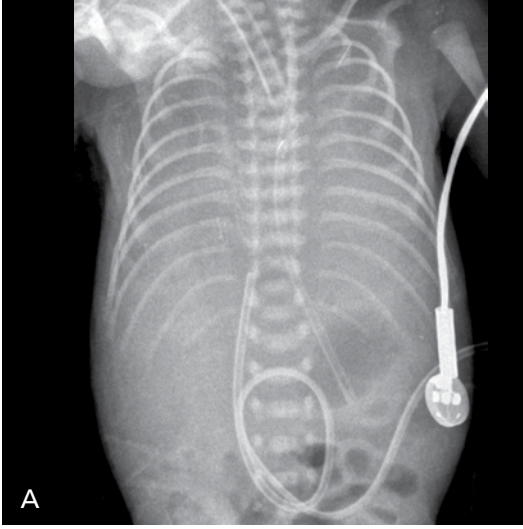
Sürfaktan eksikliği hastalığı. 28 haftalık prematüre solunum sıkıntısı nedeniyle doğduktan hemen sonra entübe edilmiş ve anteroposterior radyografi elde edilmiştir. Radyografide yaygın retikülönodüler opasiteler izlenmektedir. Hacim artışı muhtemel yüksek basınçlı ventilasyona bağlı olarak belirgin değildir.
